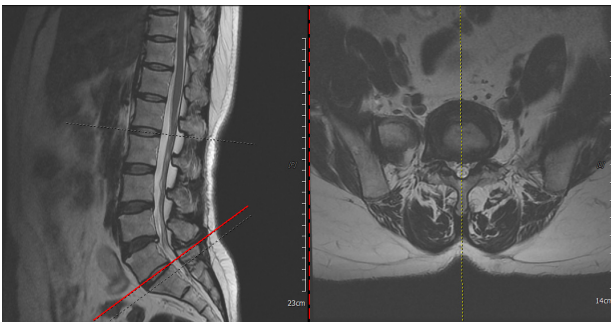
Magnetic resonance imaging of L-spine (September 28, 2021).
